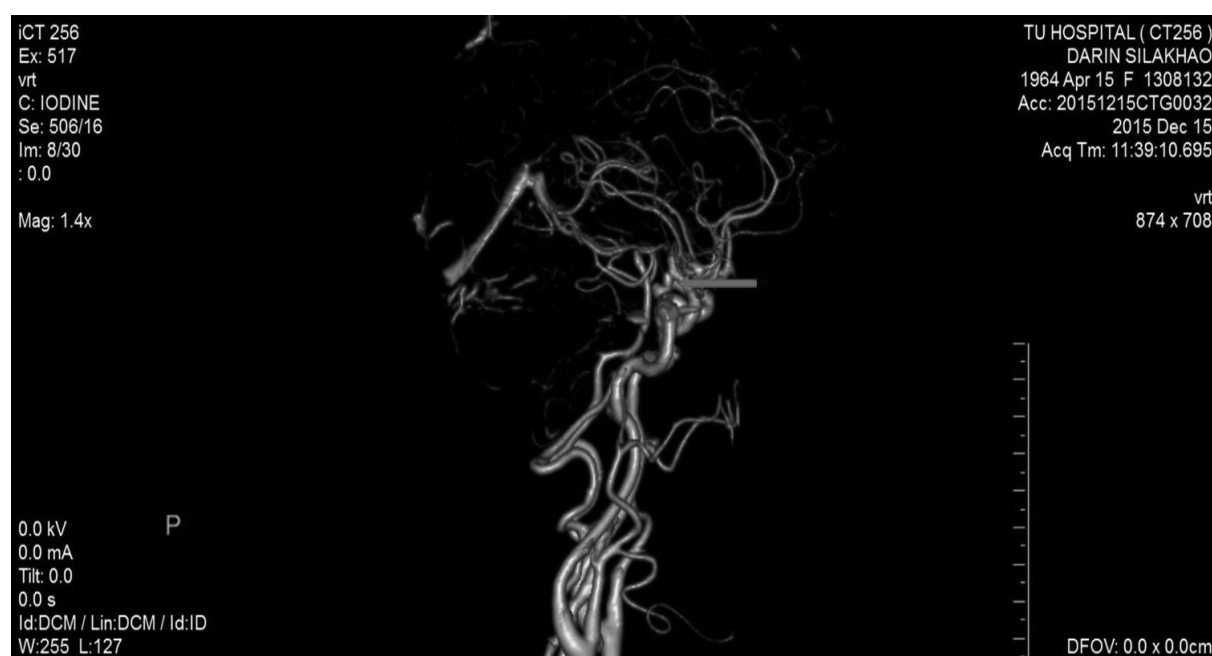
shows lateral view of CTA; a lobulated saccular aneurysm (red arrow), 0.4 cm x 0.8 cm size, postero-inferior to the-supraclinoid part of the right ICA.
